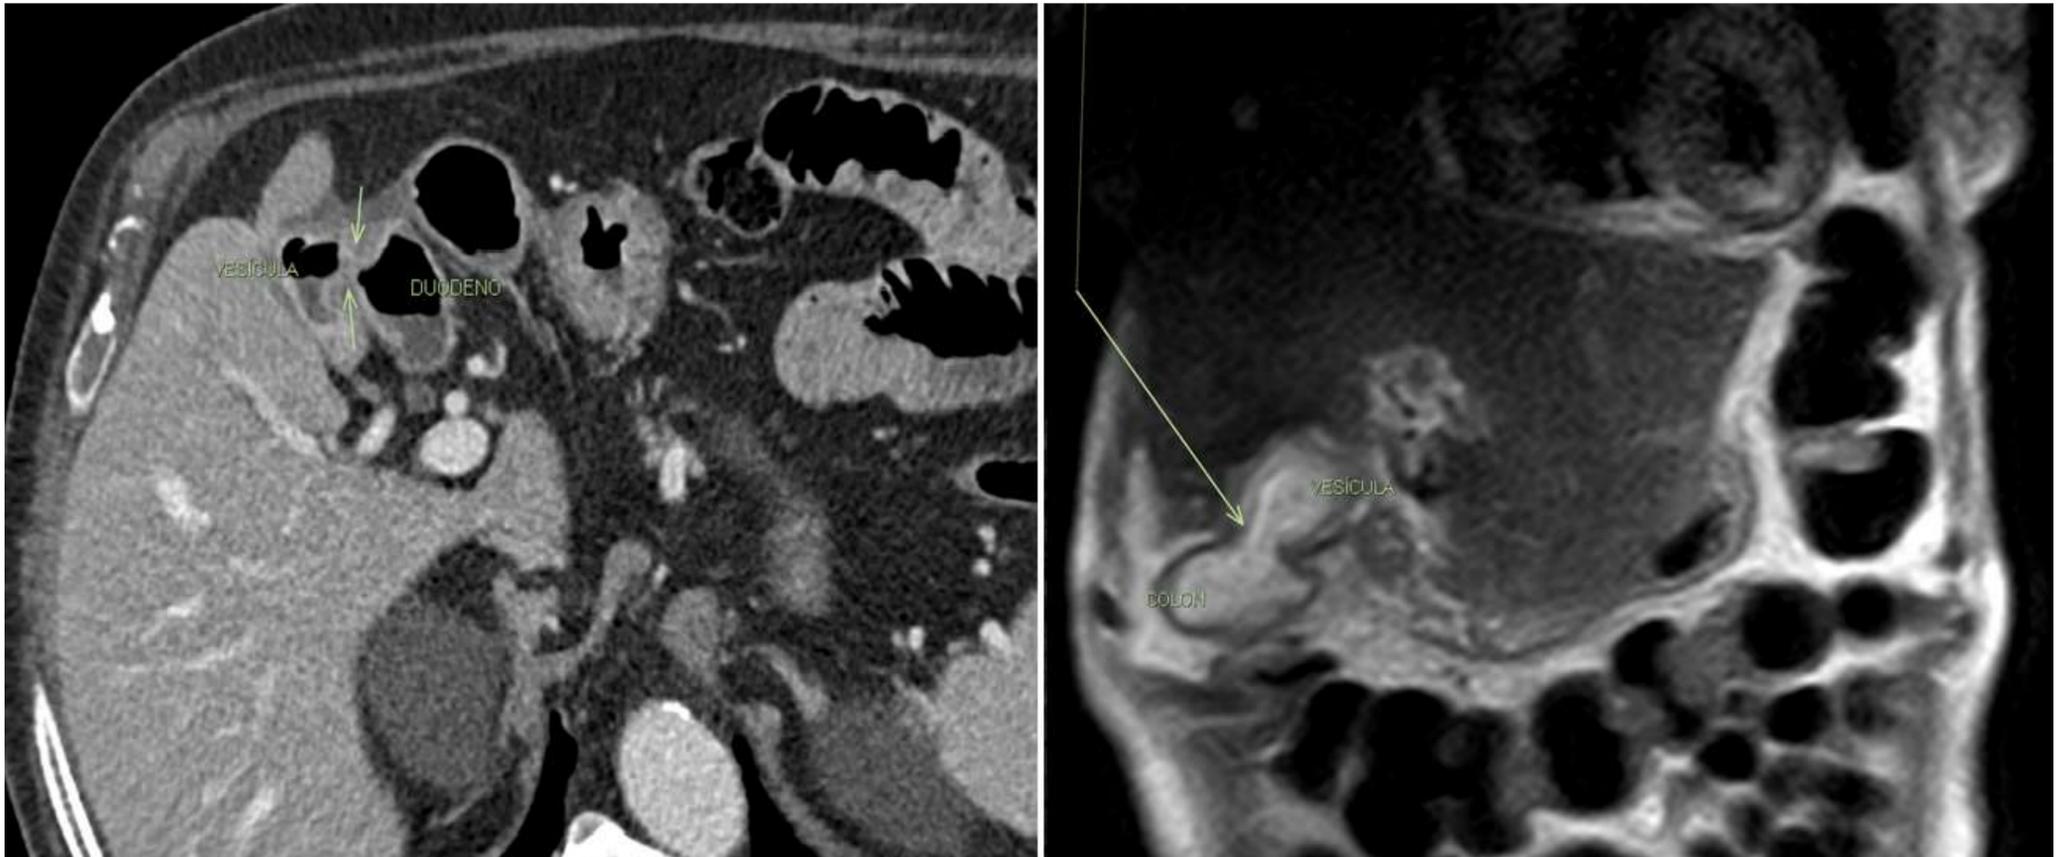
A la izquierda, imagen de TC con presencia de aire en la luz de la vesícula, que aparentemente se comunica con la pared colindante del duodeno (*flechas*). A la derecha, la RM confirma la fístula colecisto-duodenal (*flecha*).
